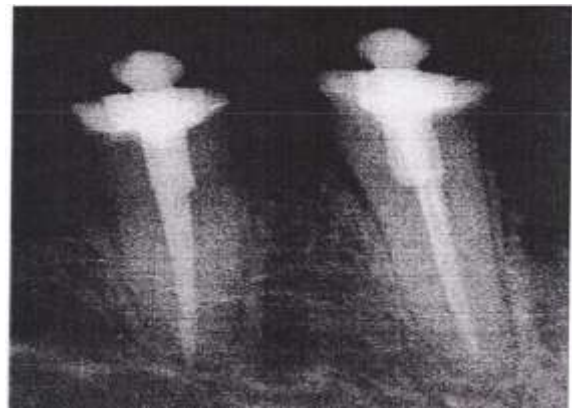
Radiographie de contrôle.
